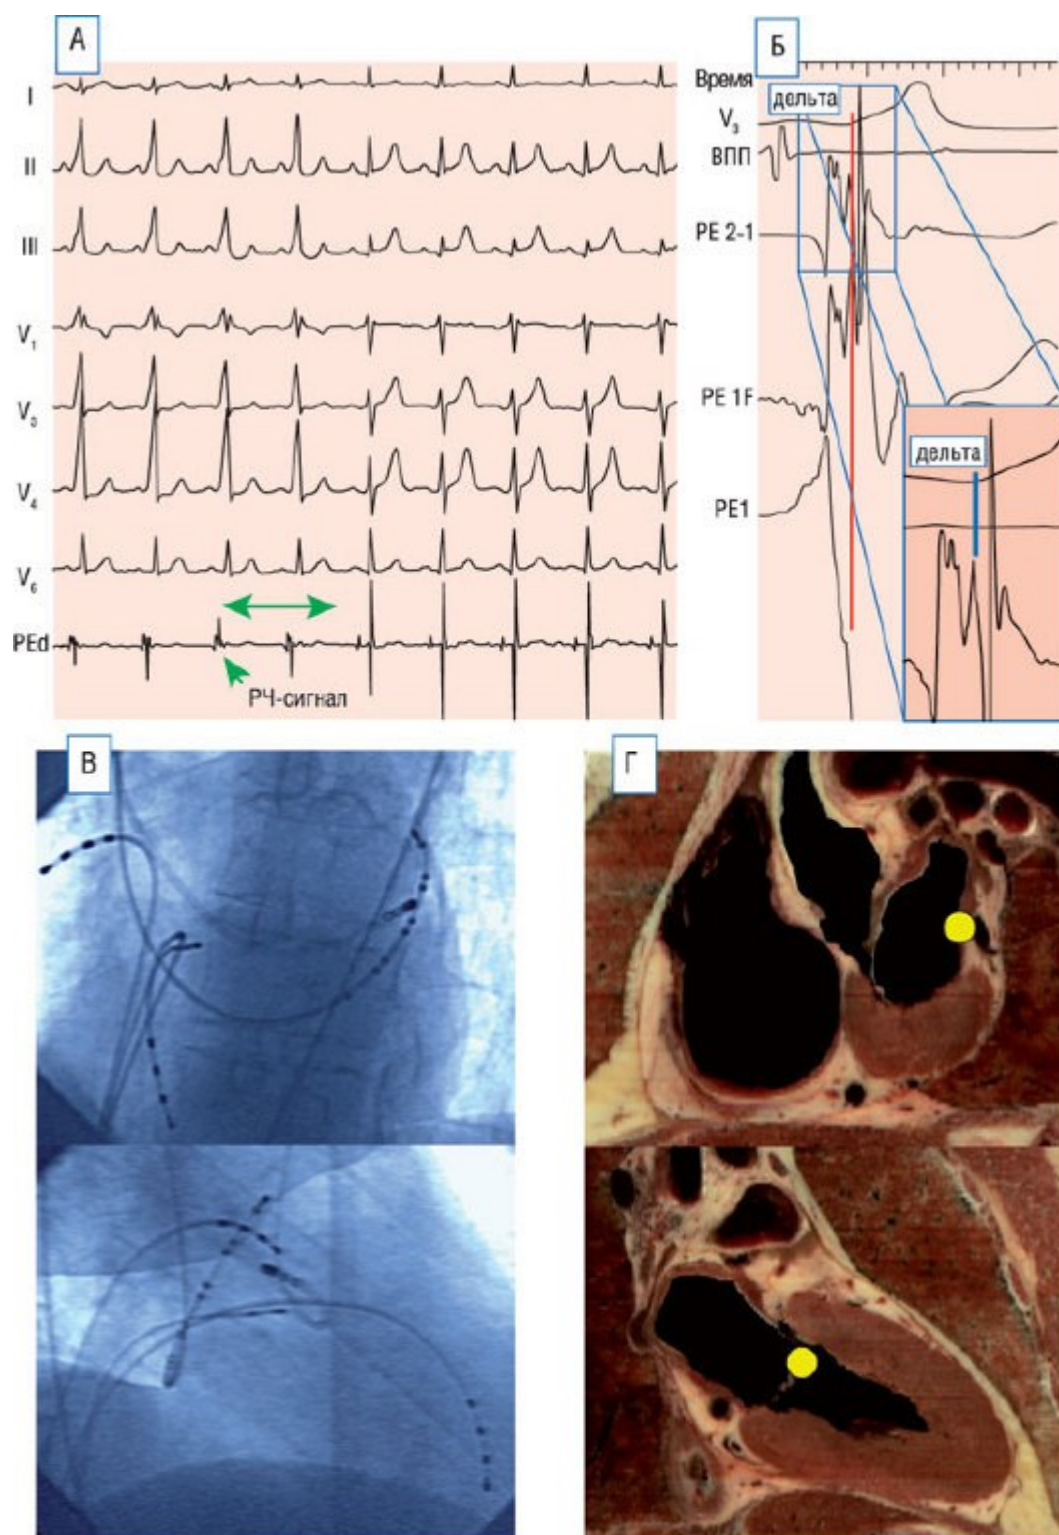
А - абляция левого заднего ДПП; предвозбуждение исчезает через 1 с после начала РЧ импульса (стрелка). Б - электрограммы в области абляции. Вертикальные пунктирные линии указывают на начало дельта-волны на поверхностной ЭКГ. Вставка представляет собой увеличение фильтрованной биполярной записи и начало дельта-волны. В - рентгеновские изображения в левой и правой боковой позиции, документирующие расположение катетера в очаге абляции. Этот участок представлен желтым кружком на рисунке Г на анатомических срезах в левой и правой боковой позиции на уровне левой АВ-борозды. РЕd - дистальный зондирующий электрод; остальные сокращения см. на предыдущих рисунках.
